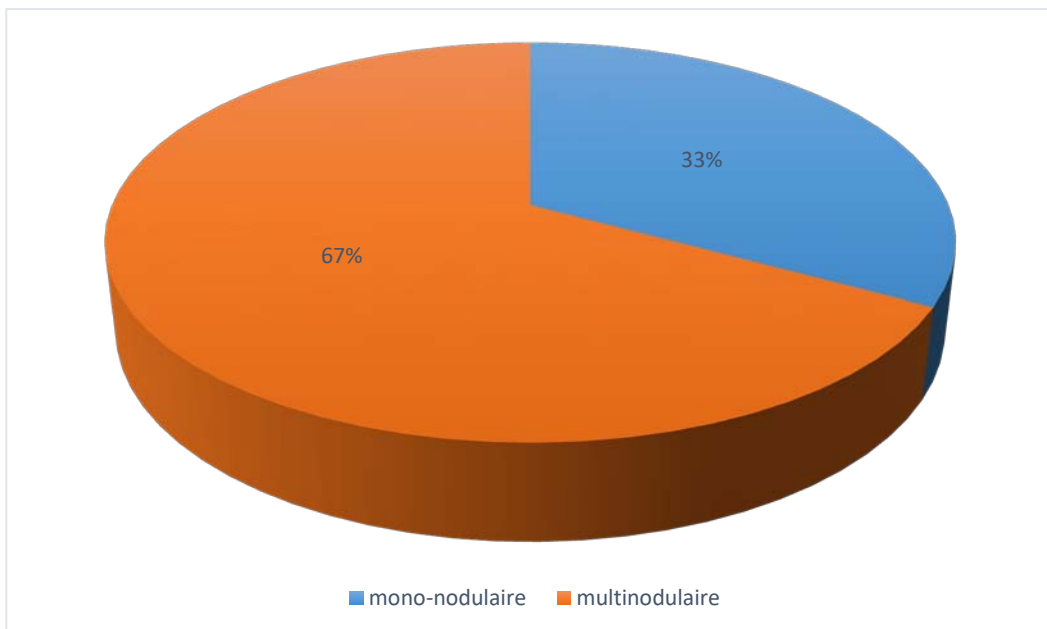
" nombre des nodules thyroïdiens" à l'échographie
